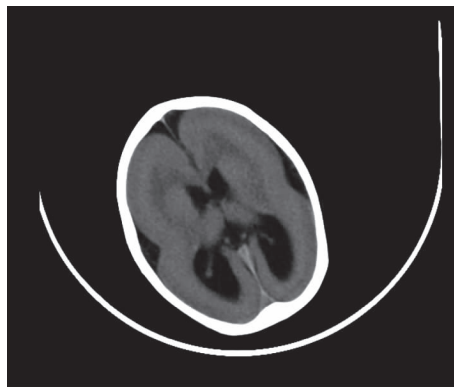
头颅 CT 可见双侧光滑皮质及数个宽大脑回
